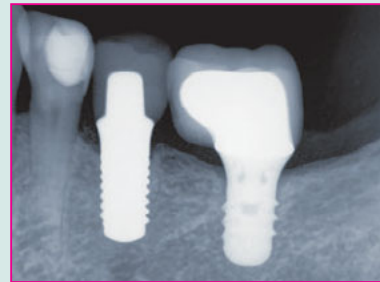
Periapikale Röntgenaufnahme nach einem Jahr – stabilisiertes Knocheniveau.
